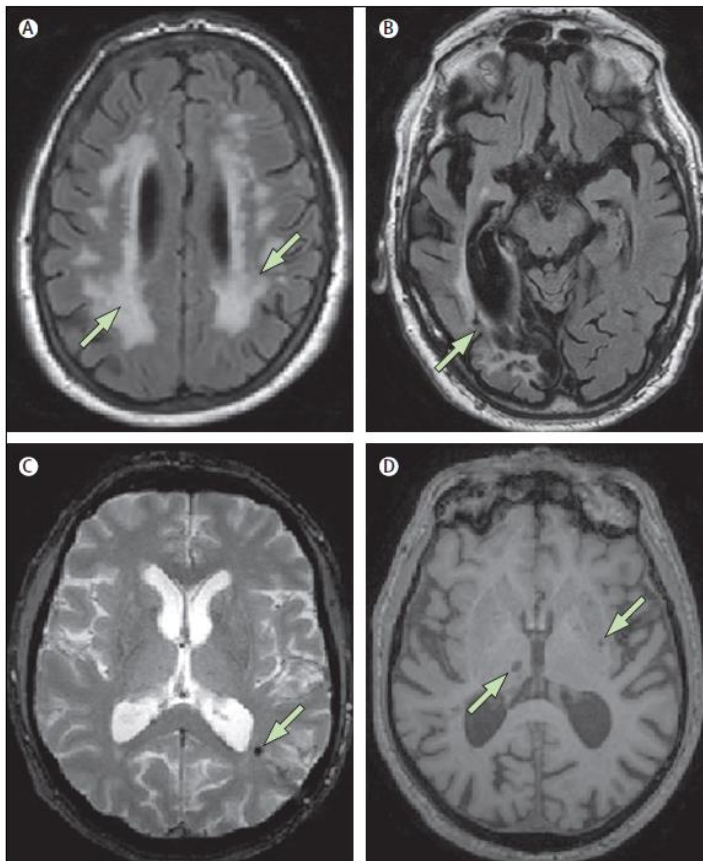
/ Atteinte vasculaire cérébrale à l'IRM A : Lésions extensives de la substance blanche en pondération FLAIR, B : Infarctus cérébral postérieur droit de grande taille, C : Microbleed visible en hyposignal sur une séquence T2*, D : Infarctus lacunaires sur une séquence T1
